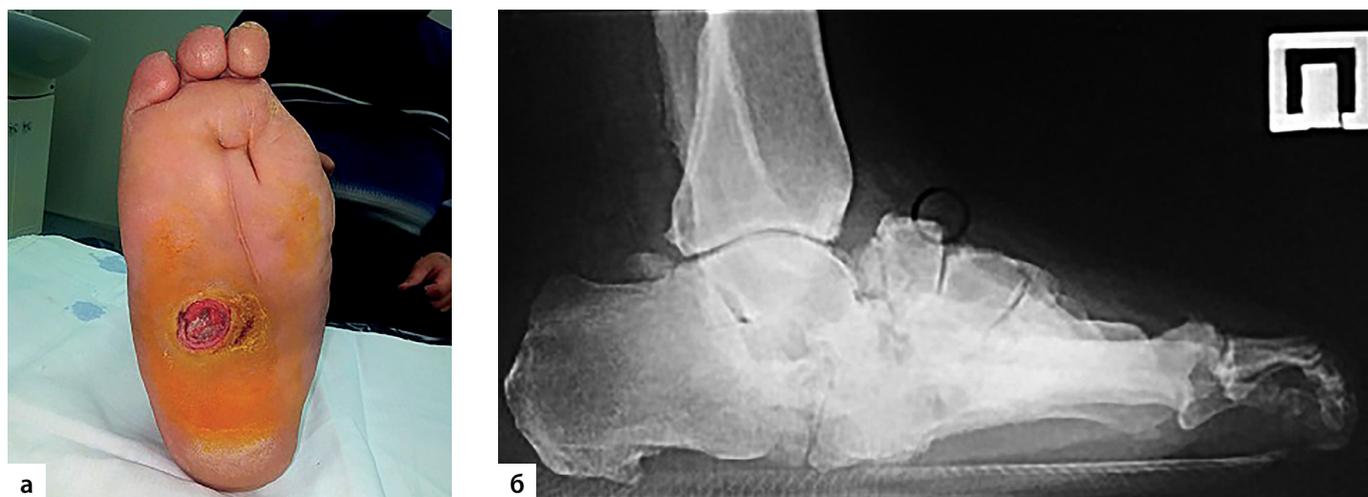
Пациент С., 56 лет. Диагноз: диабетическая нейроостеоартропатия с патологическими переломами, вывихами, деформацией среднего отдела правой стопы до операции: а – вид стопы; б – рентгенограмма голеностопного сустава и стопы в боковой проекции.
